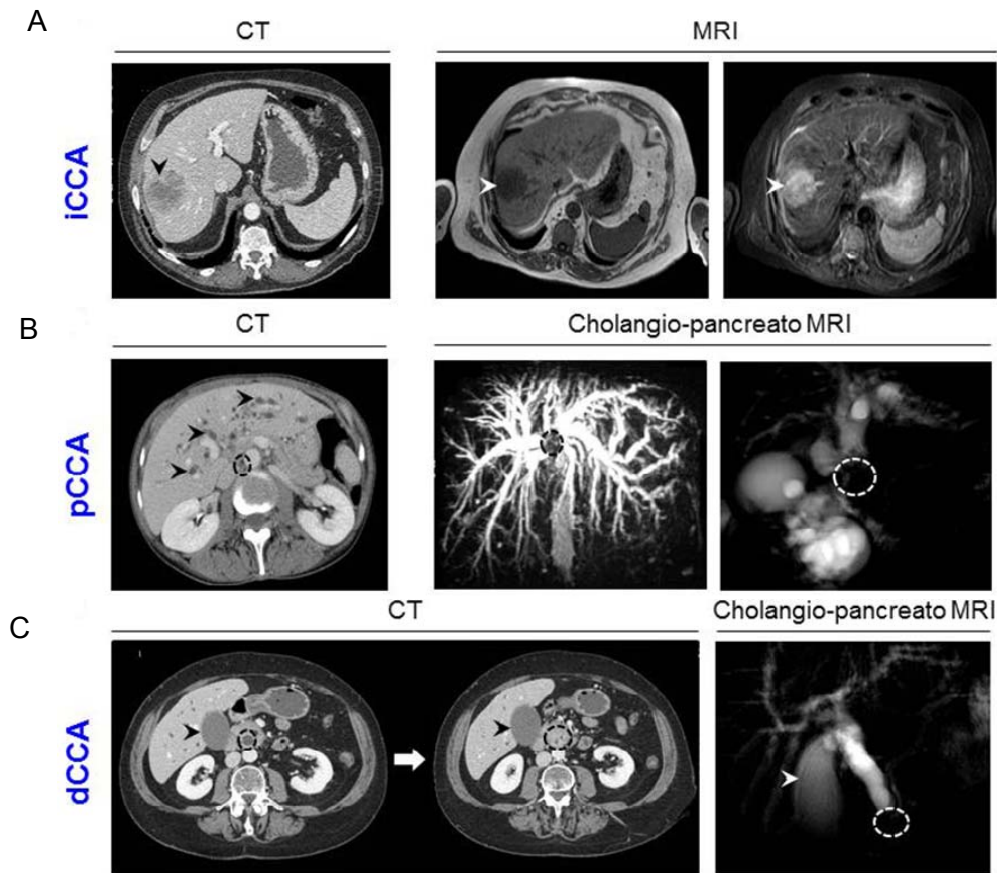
Diagnóstico del CCA mediante tomografía axial computerizada (CT, en inglés computerized tomography) y MRI. Imágenes representativas de A) iCCA (flecha), B) pCCA [círculo y dilatación de los conductos biliares intrahepáticos (flechas)]. C) dCCA [círculo y distensión de la vesícula biliar (flecha)]^[34]
